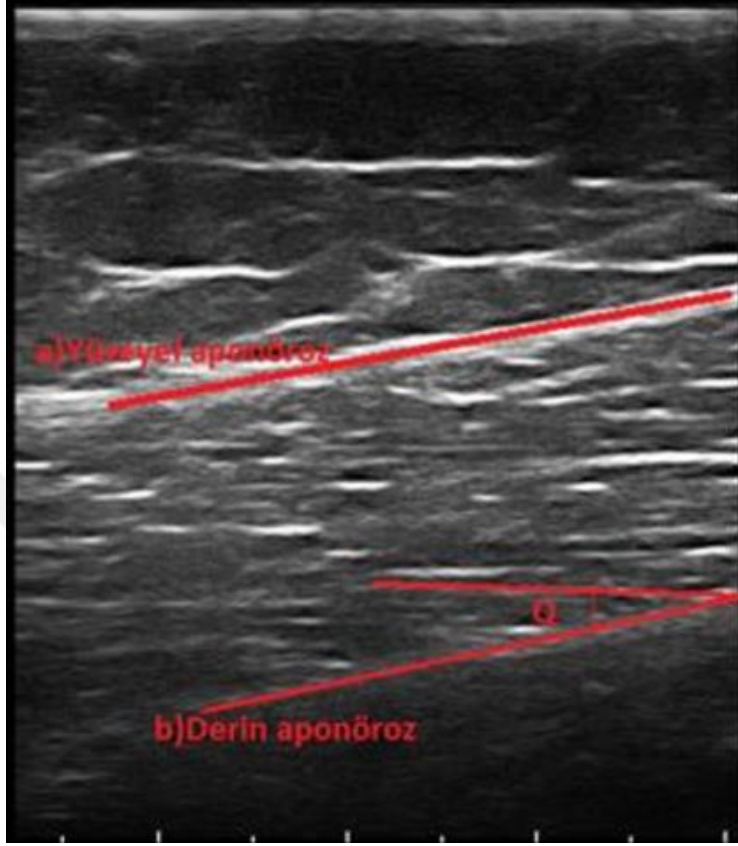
USG ile VL kas kalınlık ölçümü
